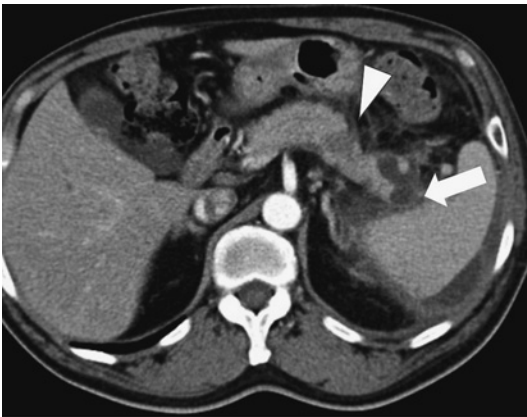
前医初診時 Dynamic CT (動脈相)
